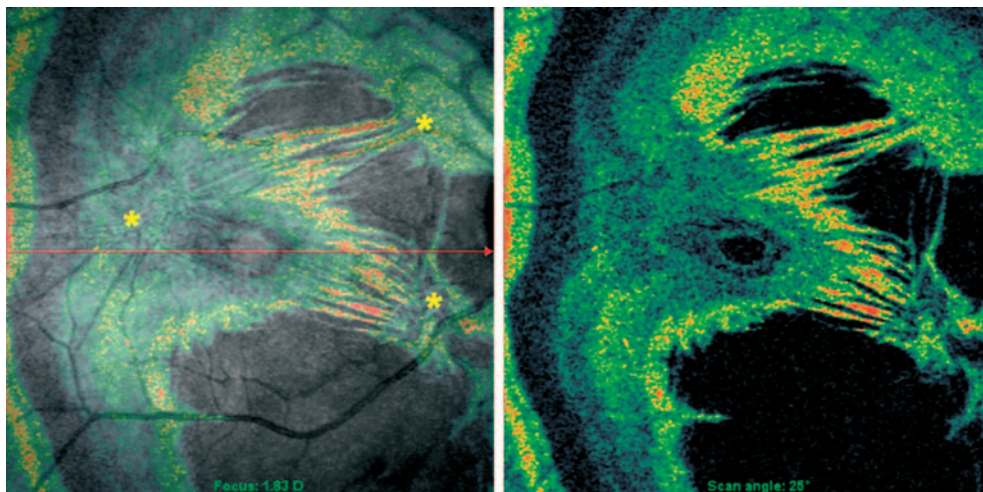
Images en tomographie à cohérence optique-ophtalmoscopie confocale à balayage (OCT-SLO) d'une contraction rétinienne multifocale au cours d'un plissement maculaire. L'image dans le plan coronal (« de face ») se trouve à droite, tandis que l'image de gauche représente l'image de SLO, en échelle de gris, du fond de l'œil, avec superposition de l'image en couleurs du plan coronal et de l'image de SLO. Les deux images ont été enregistrées point pour point, de façon à ce qu'on puisse déterminer la localisation exacte des centres de contraction de la rétine sur le fond de l'œil. Chez ce patient, on observe trois centres de contraction de la rétine (astérisques). (© VMR Institute, 2006).
